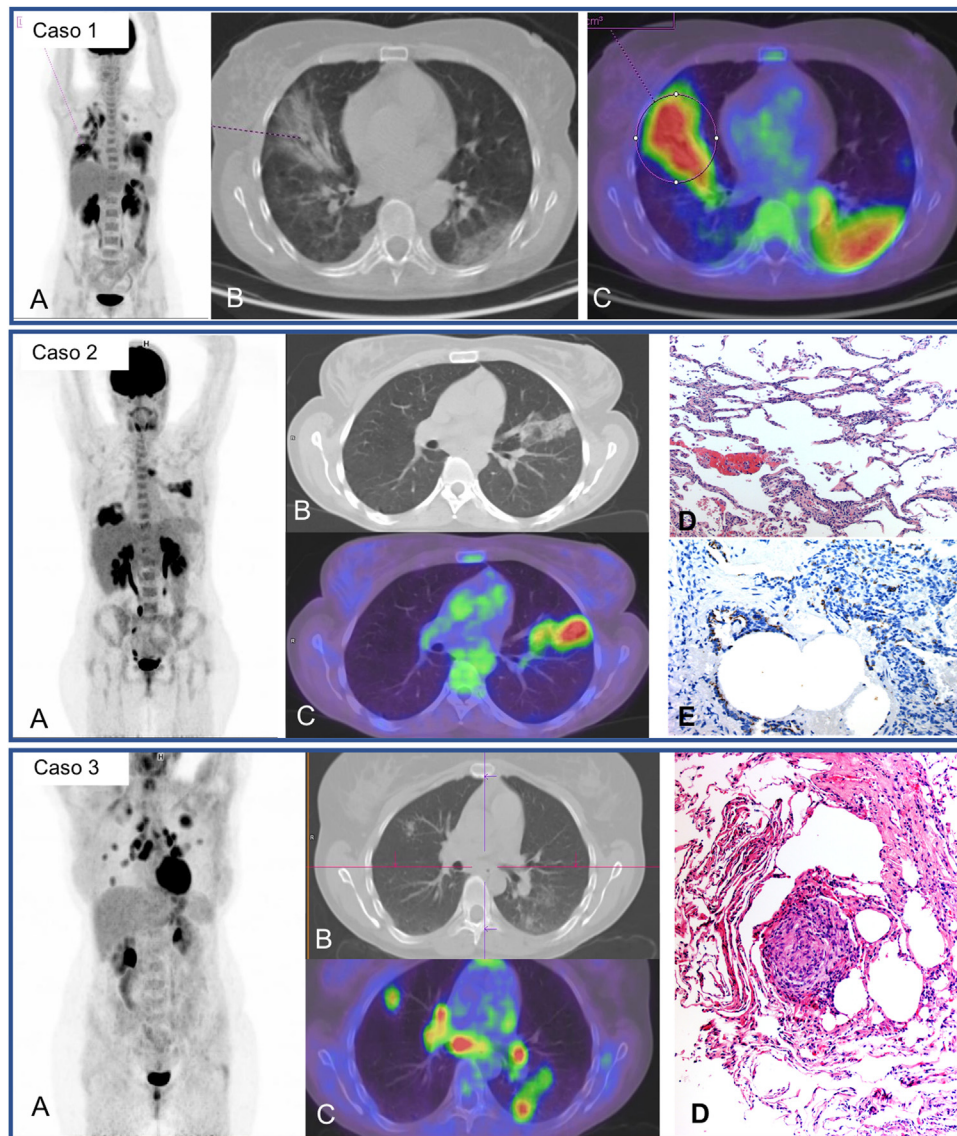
Caso 1. MIP (A) de paciente con fiebre de origen desconocido y síndrome de Sjögren en tratamiento con rituximab. Cuadro clínico compatible con COVID-19 (fiebre y TC con afectación parenquimatosa pulmonar bilateral) desde el 25 de marzo de 2020 con 3 PCR de exudado nasofaríngeo negativas. PET/TC un mes después que muestra intensa captación pulmonar bilateral coincidente alteraciones radiológicas visibles en los cortes axiales de TC (B) y PET/TC (C) y probable reactivación medular. Se realizó un posterior broncoaspirado que confirma, mediante PCR, la infección persistente por SARS-CoV-2. Caso 2. MIP (A) de paciente con esclerosis múltiple en tratamiento con rituximab y fiebre post-COVID de dos meses evolución. Captación patológica de elevada intensidad en ambos parénquimas pulmonares coincidiendo con áreas de opacificación en el TC y PET/TC (B, C). Se realizó posterior biopsia transbronquial con el resultado de neumonitis linfocitaria T (D) y mediante tinción inmunohistoquímica en tejido pulmonar, se evidenció la persistencia del SARS-CoV-2 (E). Caso 3. MIP (A) de paciente joven sin antecedentes de interés con disnea post-COVID de ocho meses de evolución. Muestra múltiples captaciones nodulares en ambos pulmones y captación hiliomediastínica bilateral, coincidentes con áreas de opacificación del parénquima y adenopatías no aumentadas de tamaño (B, C). El estudio histológico ganglionar obtenido por ecobroncoscopia (D) mostró inflamación granulomatosa no necrotizante de tipo sarcoide. La biopsia transbronquial posterior, demostró el mismo tipo de inflamación granulomatosa sin presencia de virus en la inmunotinción.
